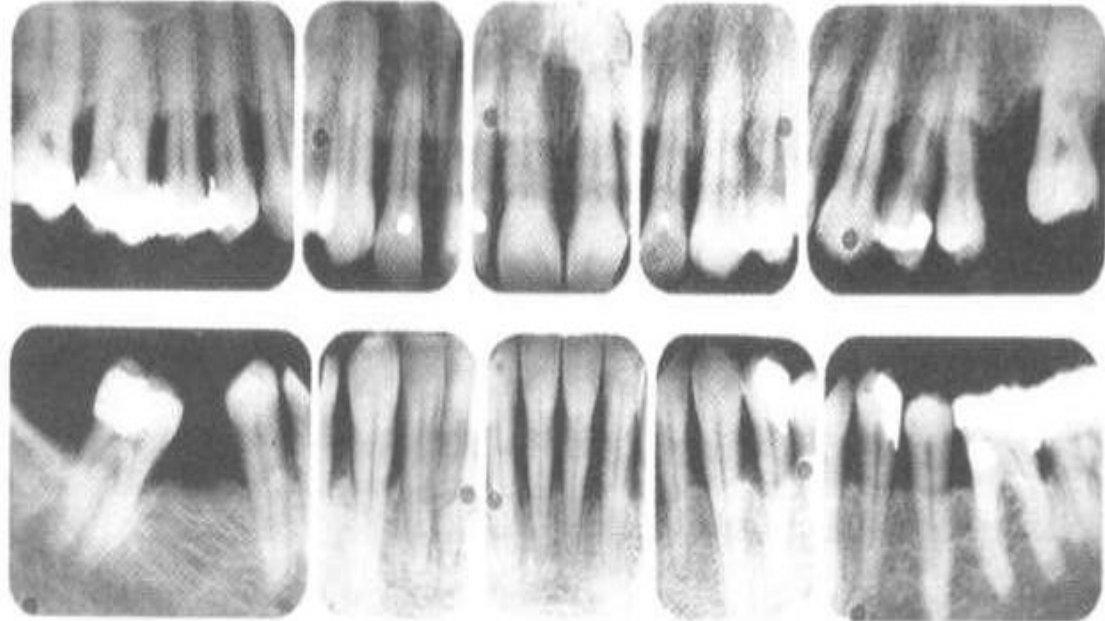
Серия внутриротовых рентгенограмм верхней и нижней челюсти
